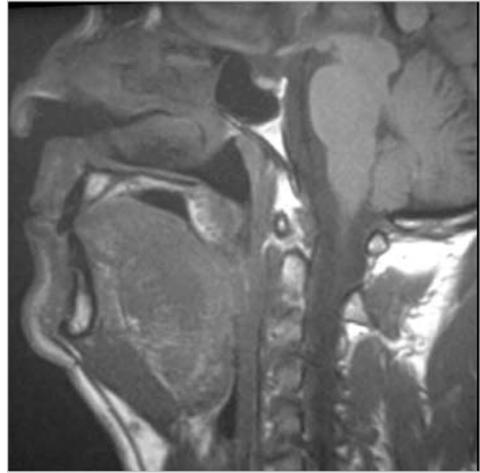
Esiti di UPPP. Ipertrofia del moncone palatale e residua ostruzione retrolinguale (RM immagine sagittale SE T1).
